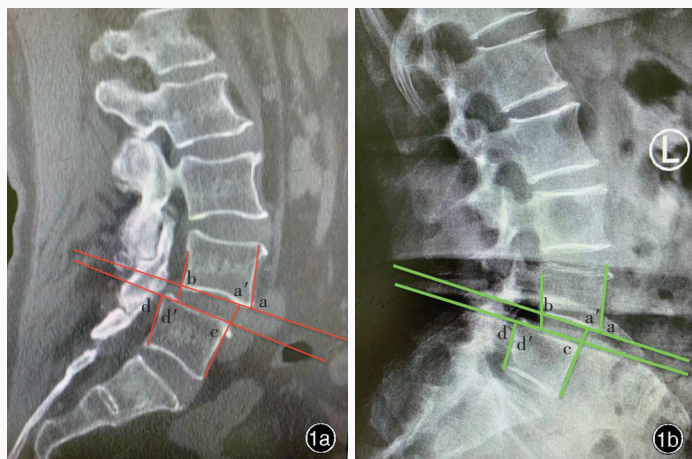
腰椎滑脱度测量图显示,由移位椎体中的上椎体后缘顺延画一延长线,使其与下椎体上缘平行的切线cd相交于d',dd'为相对滑脱距离、cd为下椎体上缘长度 1a 仰卧位CT矢状位重建 1b 直立位侧位X线
